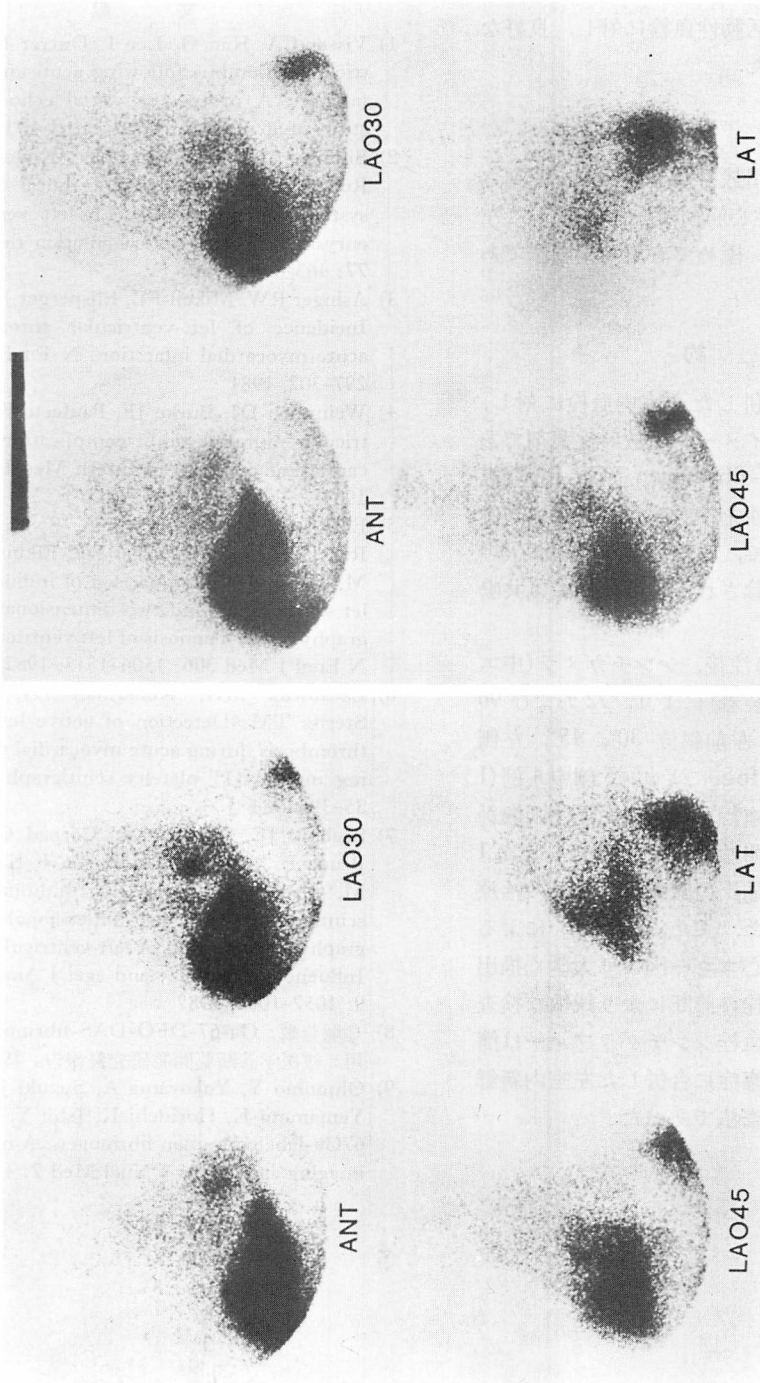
Ga-67-DFO-DAS-fibrinogen scintigrams before (left) and after (right) anticoagulant therapy (Case 2).
